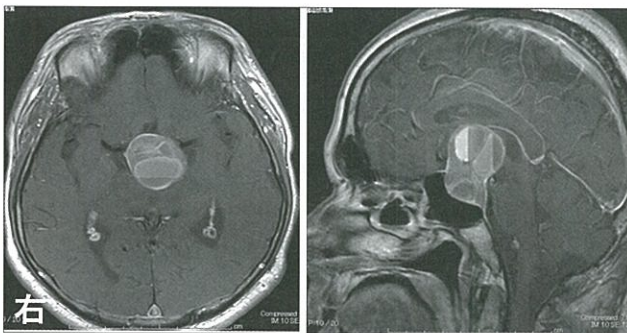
術前MRI画像 (T1造影)。巨大な下垂体腺腫が視床下部を強く圧迫している。内部には出血性変化も認められる。
